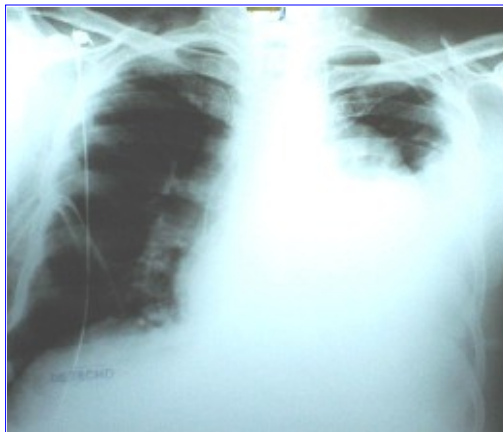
Evaluación diagnóstica de paciente sometido a trasplante cardiaco con insuficiencia respiratoria postoperatoria. En la radiografía de tórax se observa un drenaje pleural derecho y un derrame pleural izquierdo. En el ecocardiograma se constata el derrame pleural izquierdo con el pulmón colapsado en su interior. En la TAC de tórax (izquierda) se constata un neumotórax derecho que no se evidencia en la radiografía directa. En la TAC de tórax (derecha) se observa el derrame pleural izquierdo con el pulmón colapsado. En la radiografía final se observa la expansión de ambos pulmones luego de la colocación de sendos drenajes pleurales.
